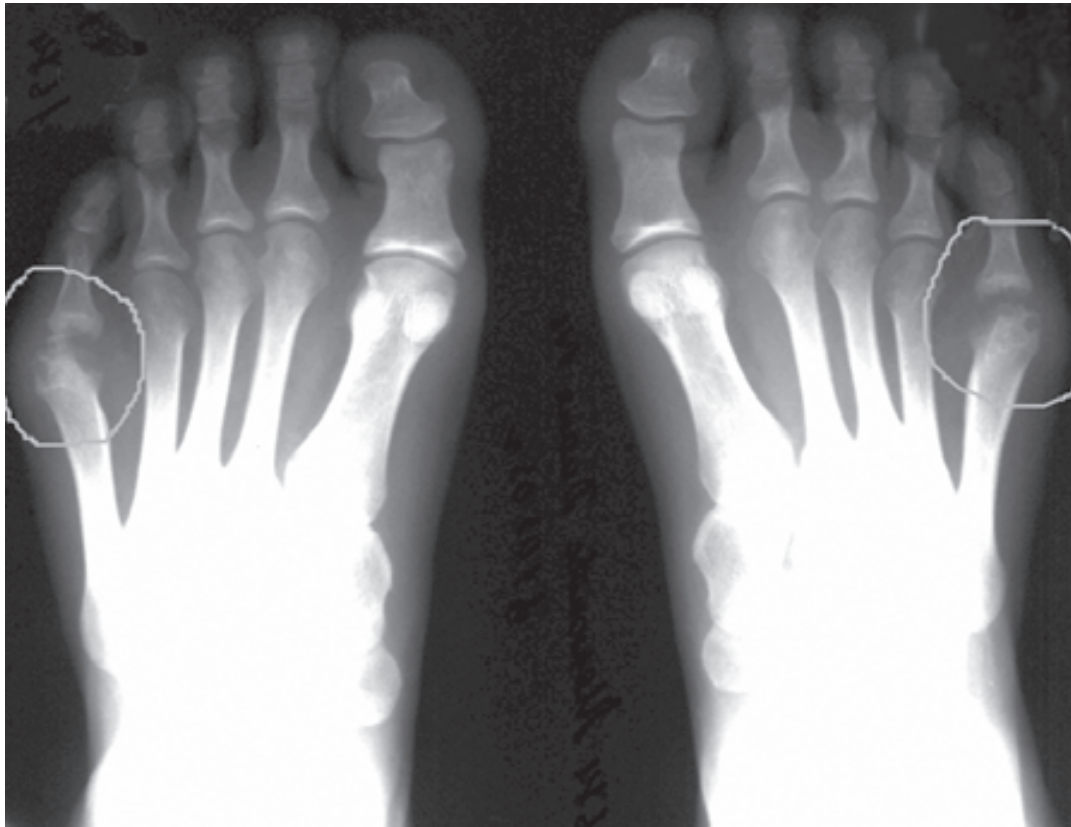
Рентгенограмма суставов стоп больной М., 18 лет
